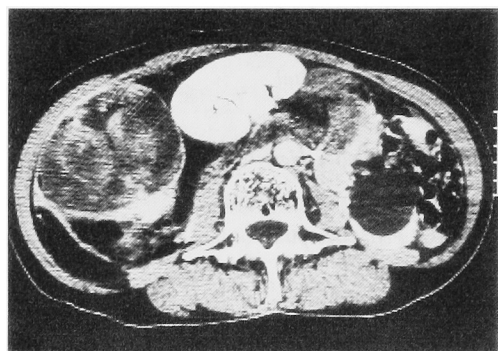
CT scan shows a large tumor occupying right retroperitoneal cavity. Malposition of the right kidney to anterior abdomen is observed. A simple renal cyst is seen in the right kidney.
